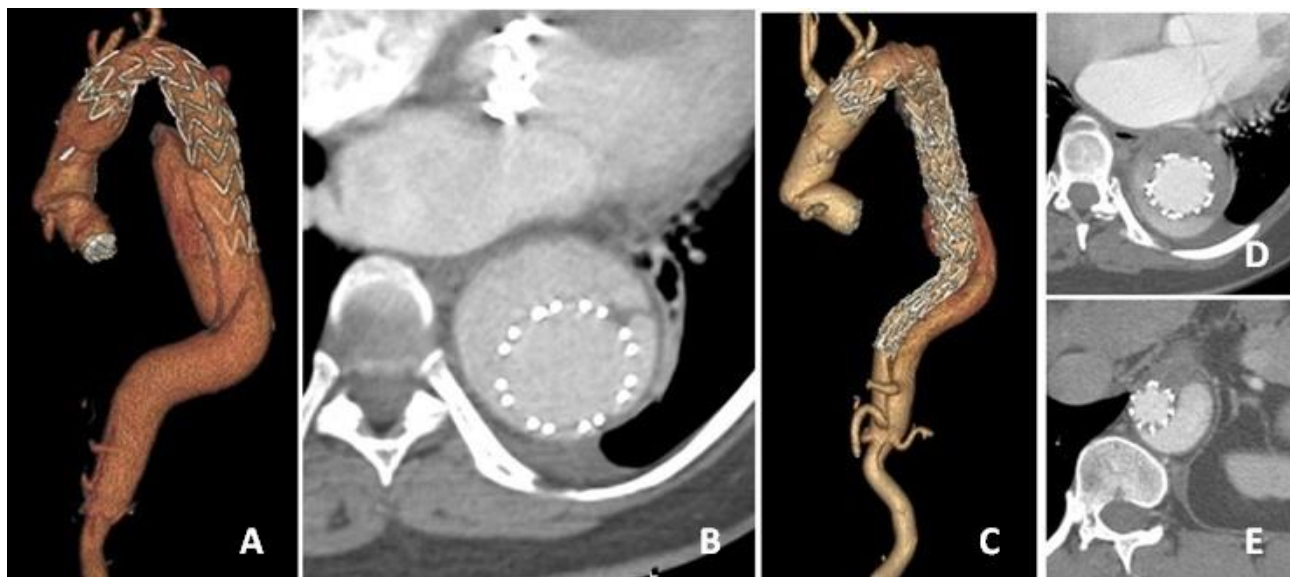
МСКТ-аортография пациентки Г.: А – состояние до имплантации стент-графта в торакоабдоминальный отдел, трехмерная реконструкция; В – аксиальный срез на уровне ранее установленного стент-графта в нисходящую аорту; С – состояние после эндоваскулярной реинтервенции, трехмерная реконструкция; D – аксиальный срез на уровне ранее установленного стент-графта в нисходящую аорту. Отмечается формирующийся тромбоз ложного канала; E – аксиальный срез на уровне установленных стент-графтов в торакоабдоминальную аорту. Регистрируется частичный тромбоз ложного канала
